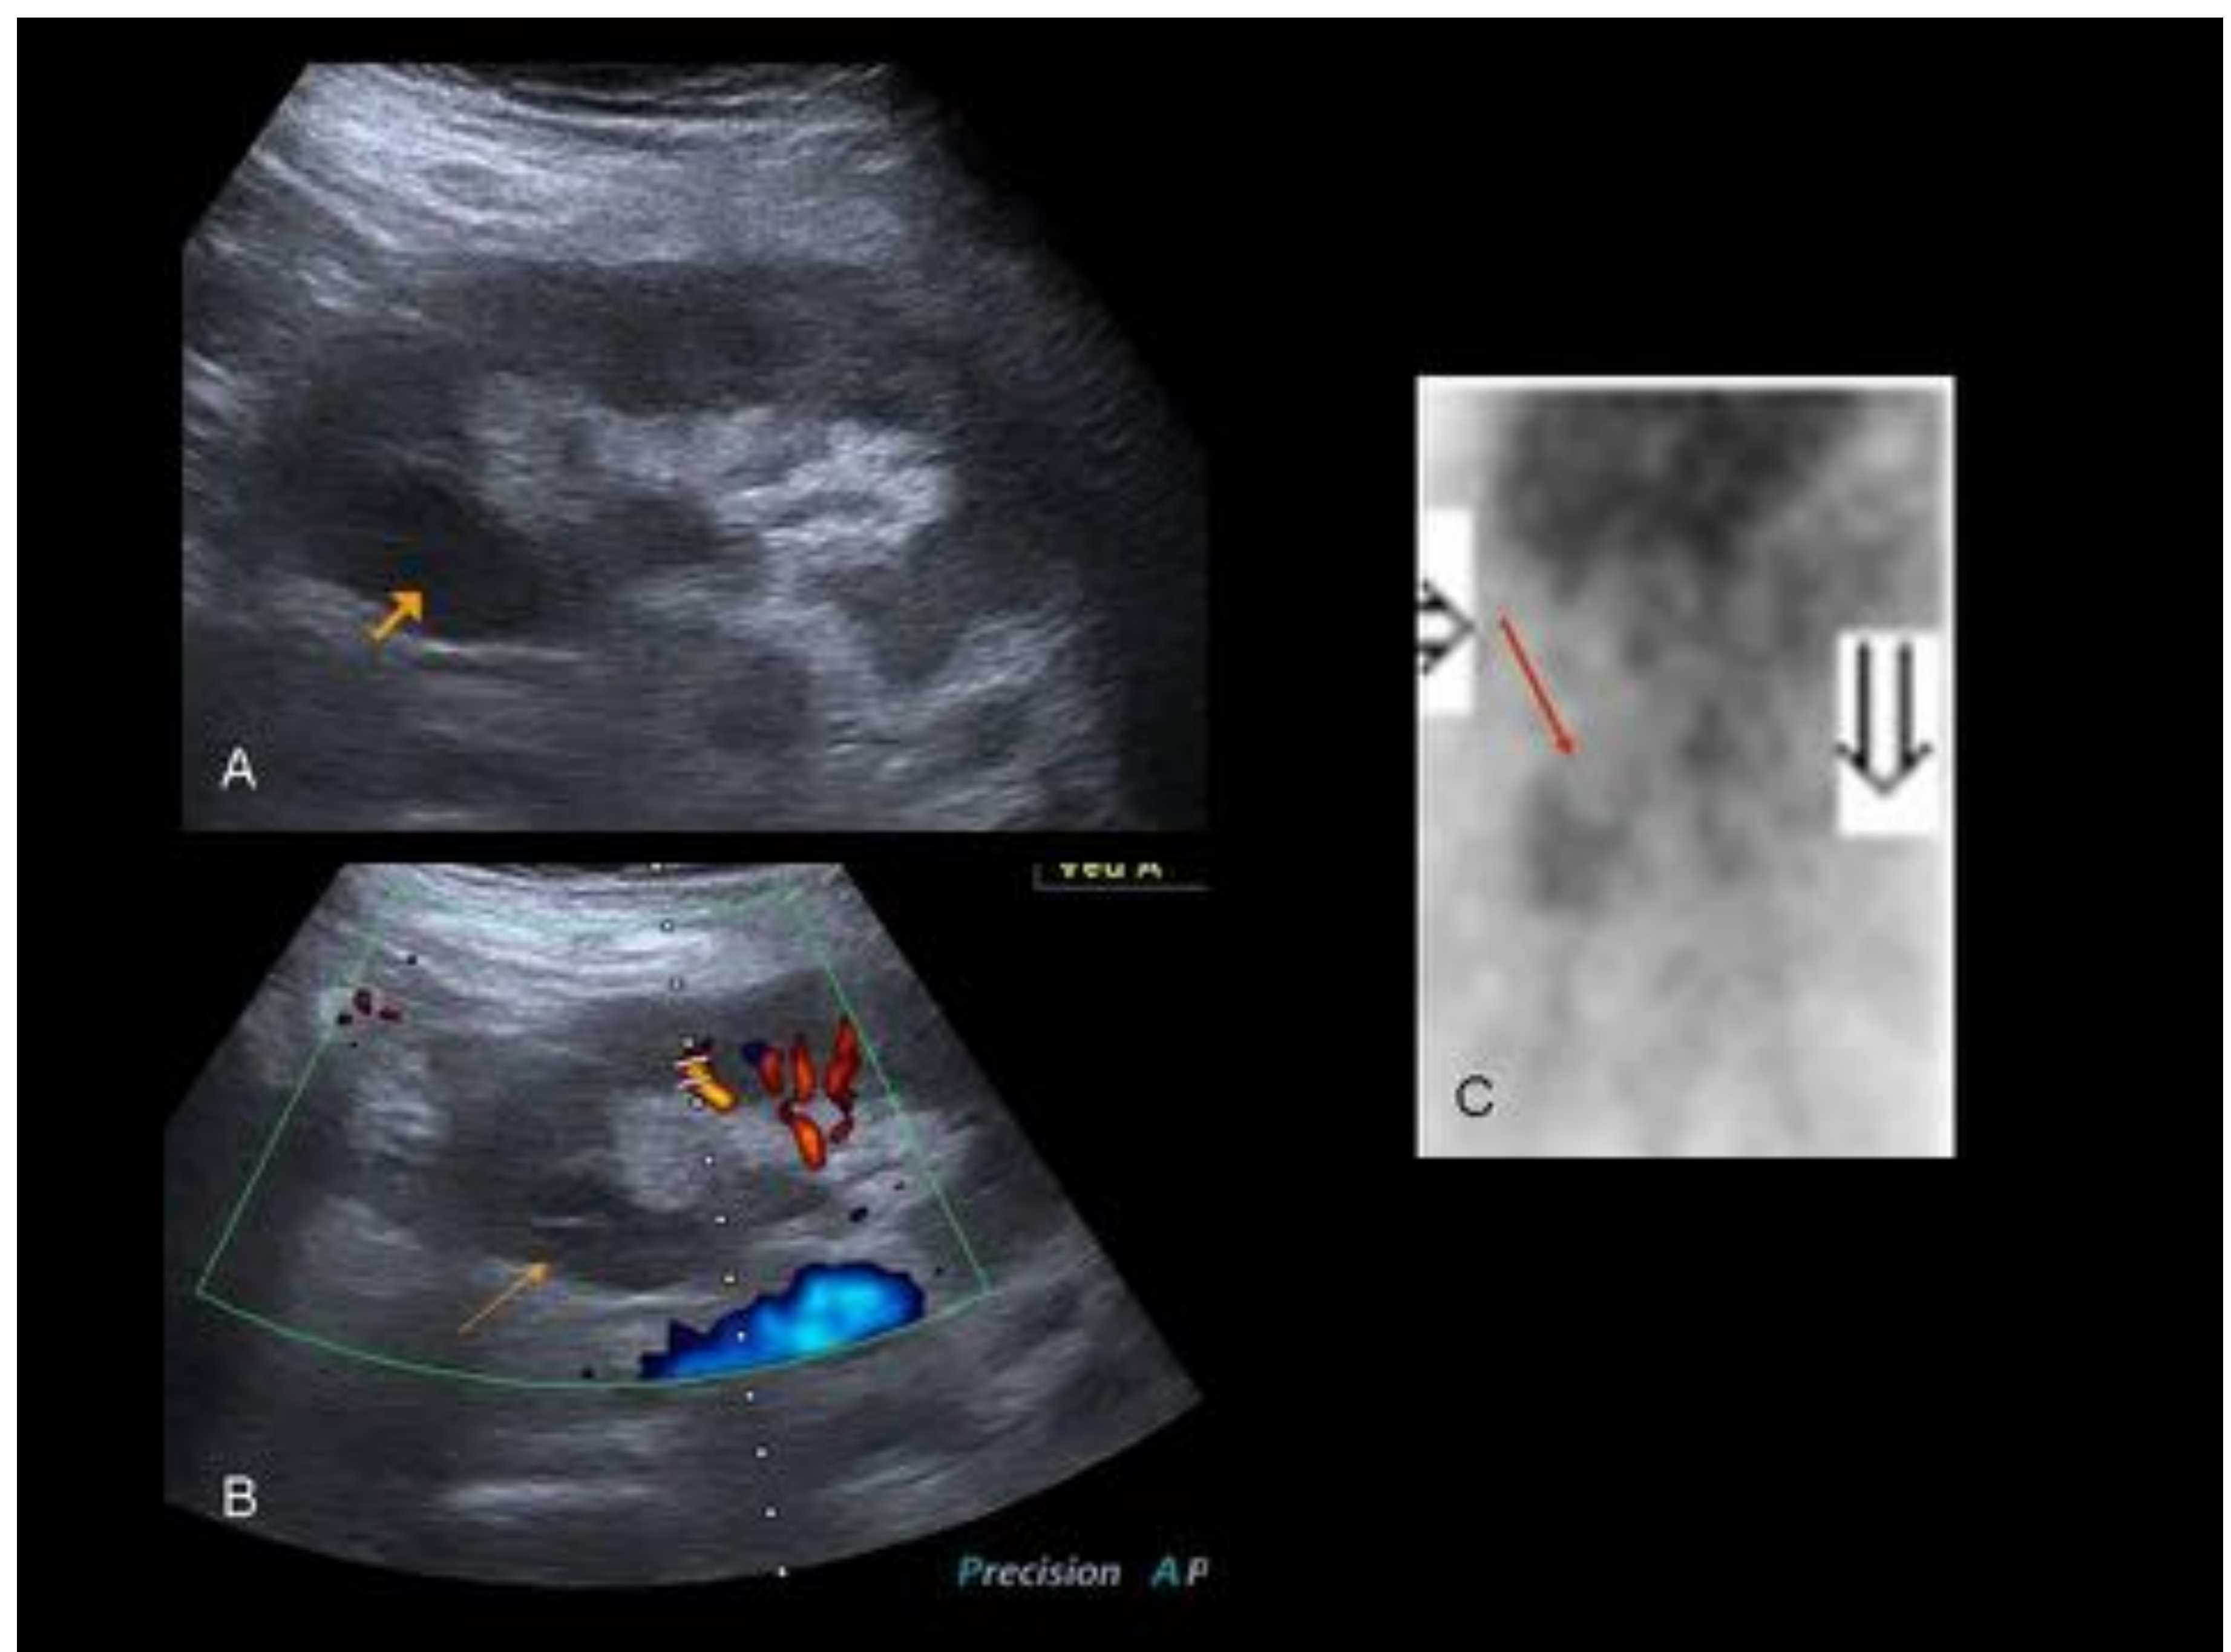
Infarto en polo superior de un trasplante renal. Se observa un área hipoecogénica en la ecografía (Imagen A, flecha naranja), que no muestra vascularización con ecografía Doppler (Imagen B, flecha naranja). La gammagrafía confirma la ausencia de captación del radiotrazador (Imagen C, flecha roja) en el polo superior del injerto.
